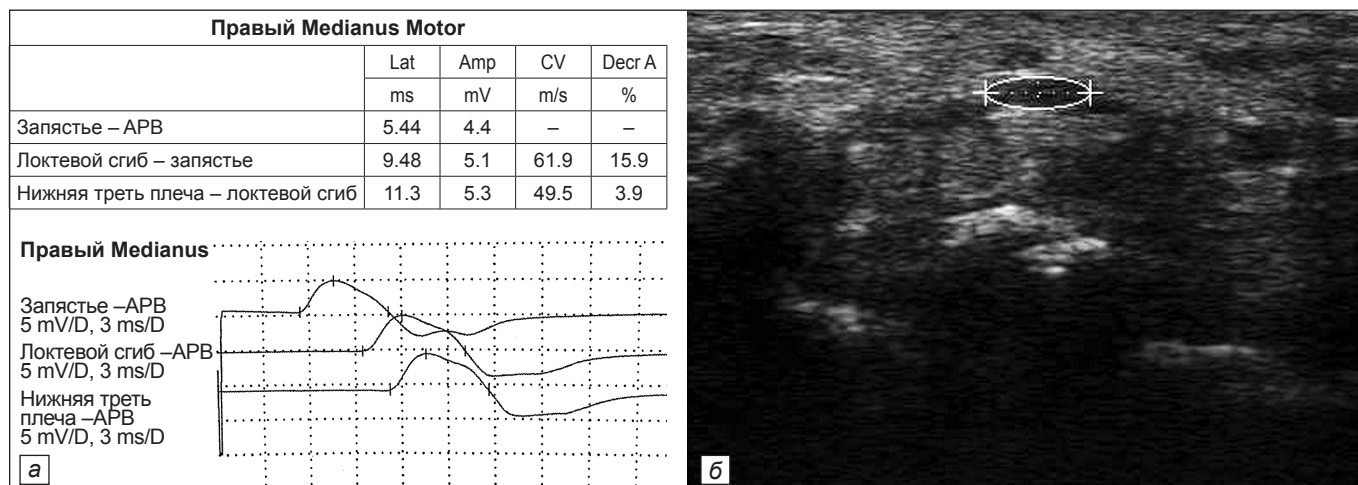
Электронеуромиографическое исследование срединного нерва и УЗИ на уровне запястья при отсутствии истинной компрессии. Пациент Сав-в, 59 лет, стаж с вибрацией 28 лет: а – ЭНМГ-исследование, ДЛ = 5,44 мс; б – УЗИ, ППС на запястье = 8 мм².
